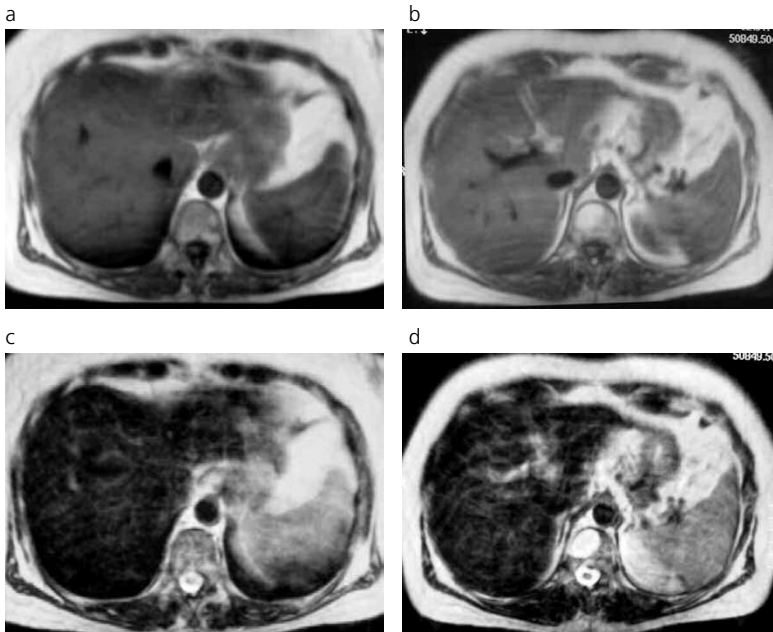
Secuencias T1 y T2 de RM, que muestran patrón heterogéneo, sin lesiones focales.
